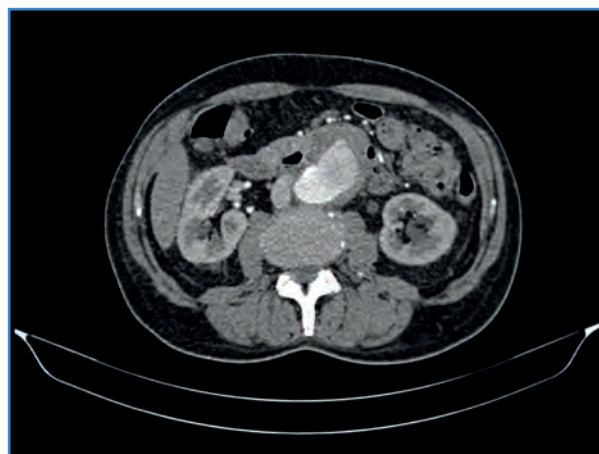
Angio TAC de abdomen con aneurisma de 31 × 44 × 43 mm.
